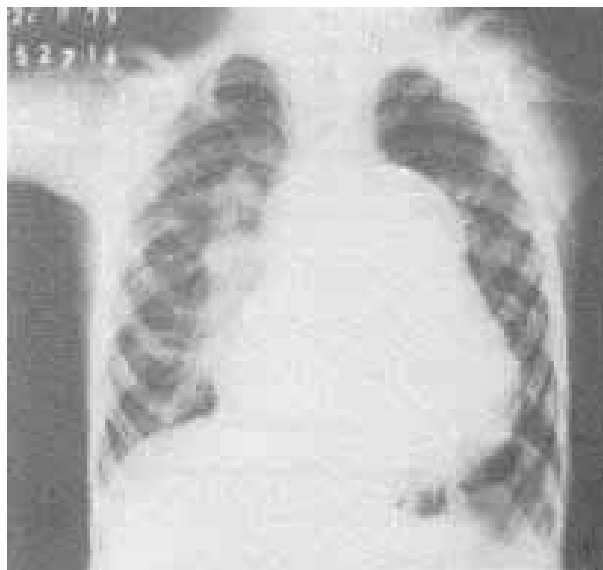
Radiografia de tórax. Notar o grande abaulamento do arco médio, o aumento global de área cardíaca e a hipoplasia de cabeça do úmero esquerdo.
